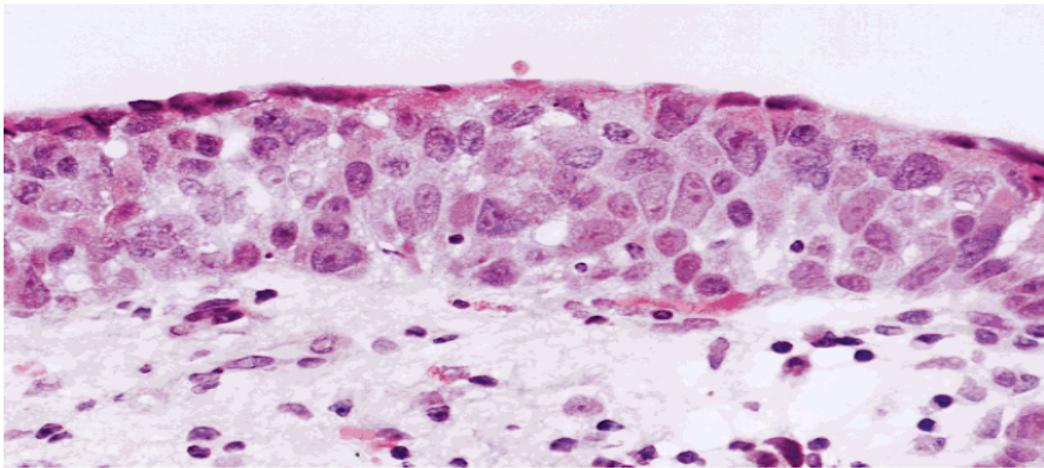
Carcinoma In Situ . Se observa aripia marcada en todo el espesor del urotelio. Cheng L, Cheville JC, Neumann RM, et al. Survival of patients with carcinoma in situ of the urinary bladder. *Cancer*. 1999;85(11):2469-2474.
